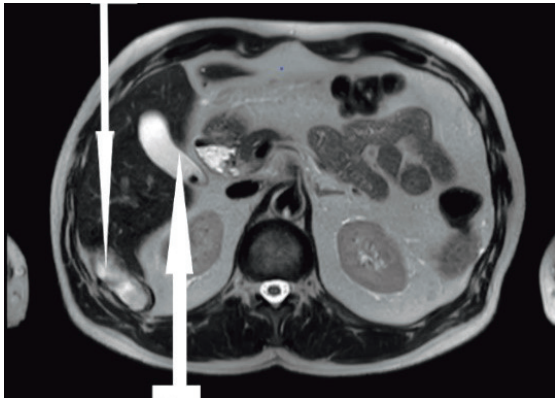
Пациент Х. Магнитно-резонансная томография органов брюшной полости: 1 – киста шестого сегмента правой доли печени; 2 – желчный пузырь с конкрементом
